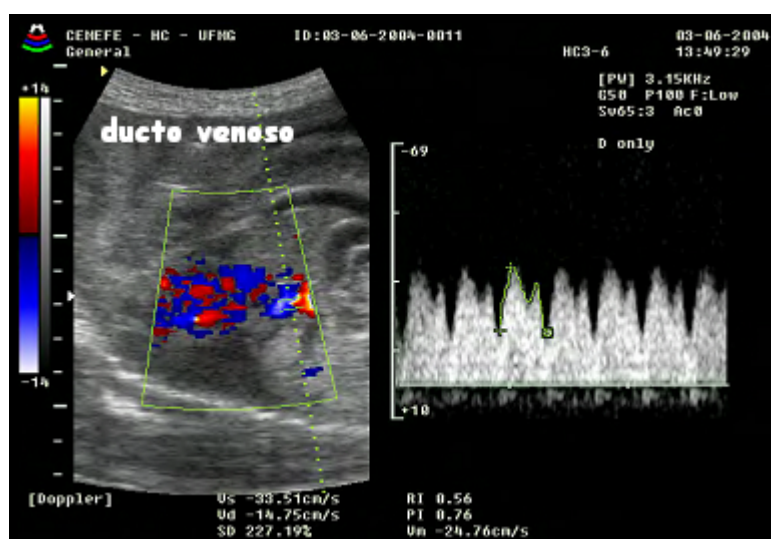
Traçado dopplerfluxométrico normal do ducto venoso
